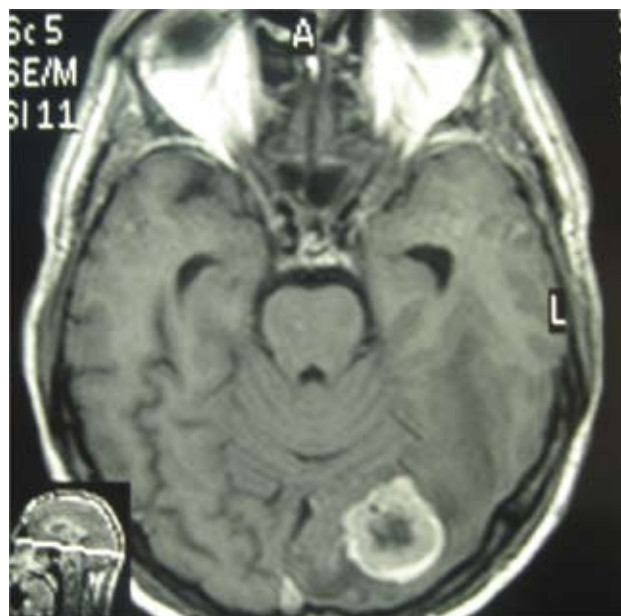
МРТ больного Б. Р. до операции от 31.01.2013 г.: метастаз в левой затылочной доле
